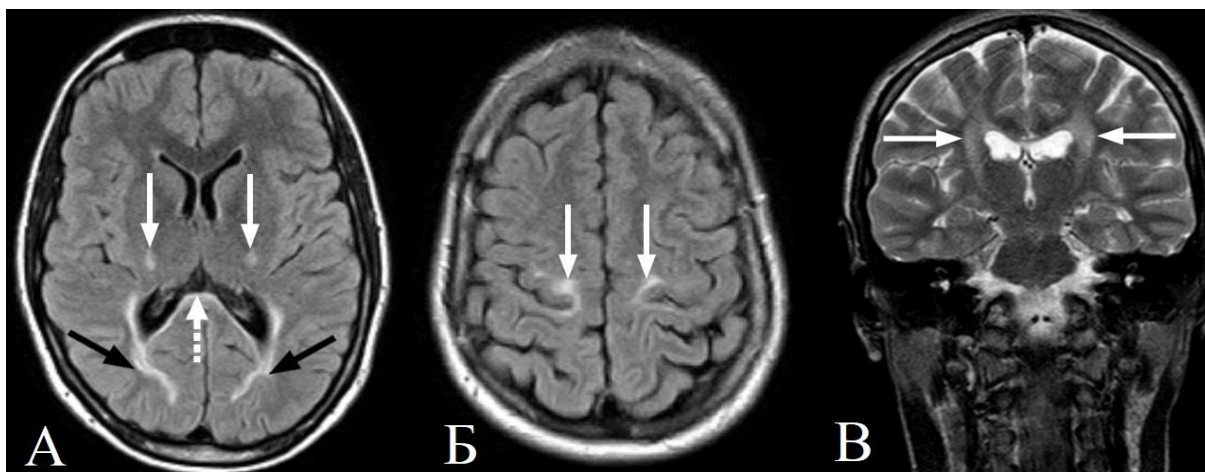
МРТ головного мозга пациентки *ТКЕ*. А, Б — аксиальные срезы (T2-FLAIR); В — коронарный срез (T2-ВИ). Выявляется симметричное повышение МР-сигнала по ходу пирамидных трактов (белые стрелки), в зрительной лучистости (черные стрелки) и валике мозолистого тела (пунктирная стрелка).
